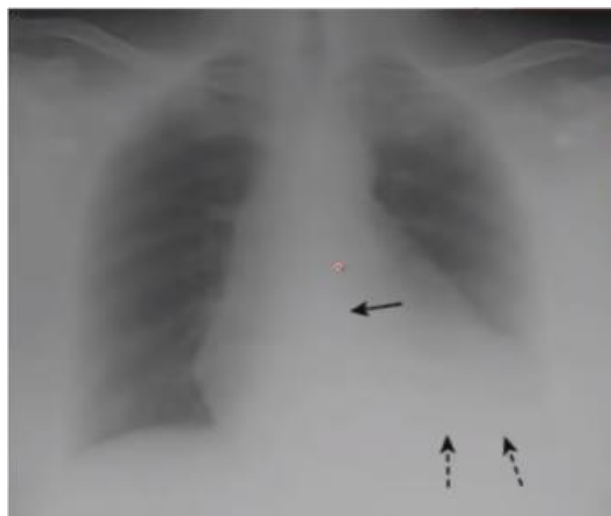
Radiografía de Tórax Adecuada (2018)
